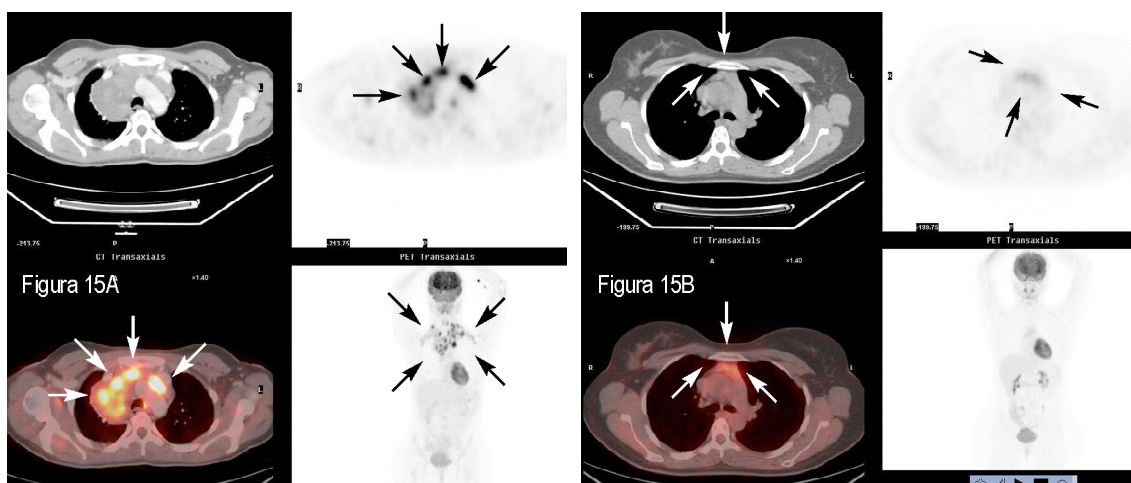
Paciente con LHcEN (ID 23). A: En la estadificación inicial se observan imágenes de TC y PET axiales (arriba) y PET/TC DA axial y PET coronal (abajo) en las que se aprecia masa mediastínica con hipercaptación de ^{18}F FDG (flechas), en relación con conglomerado adenopático (masa bulky). B: Estudio de reestadificación al final del tratamiento. En la imagen de TC (arriba izquierda) se observa masa de partes blandas residual en mediastino anterior que no se pudo descartar que correspondiera a restos tumorales (flechas). En la imagen de PET (arriba derecha) y PET/TC DB (abajo izquierda) se identifica una mínima captación de ^{18}F FDG, que se interpretó como hiperplasia tímica dada su localización y características (flechas). En el patrón oro y en el seguimiento posterior no se demostró la existencia de enfermedad tumoral residual.
